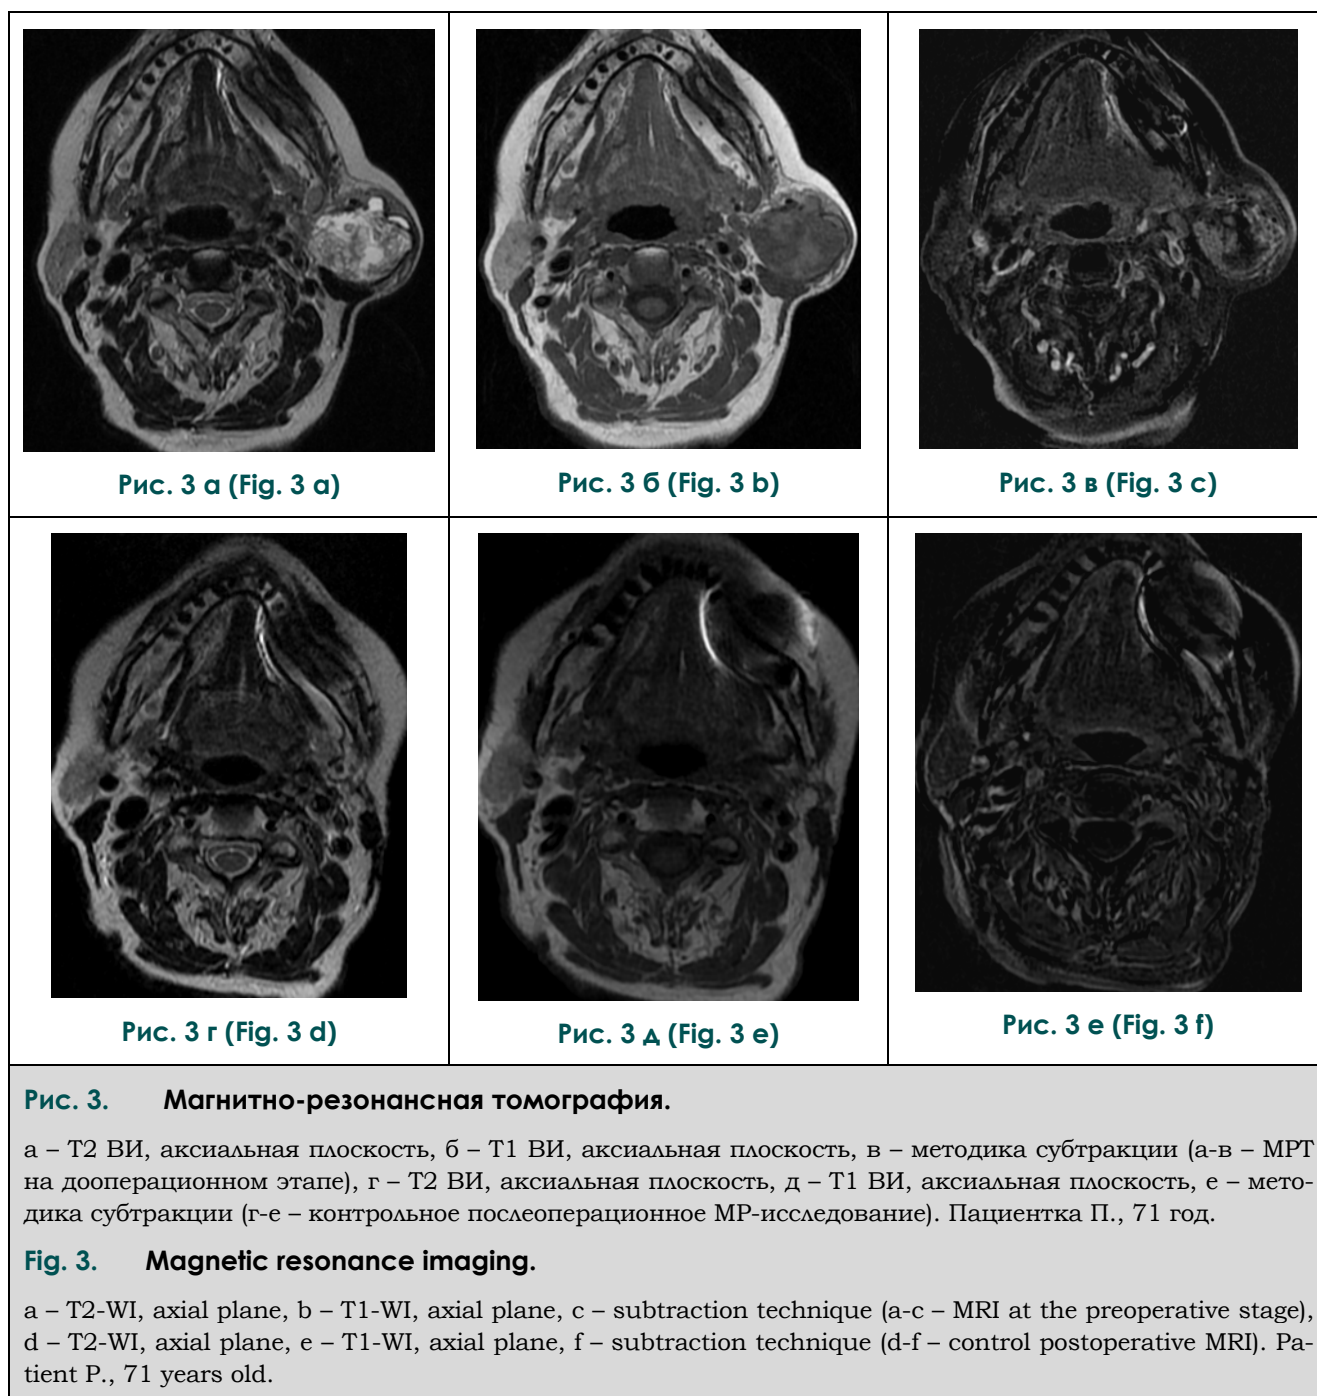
Magnetic resonance imaging.
